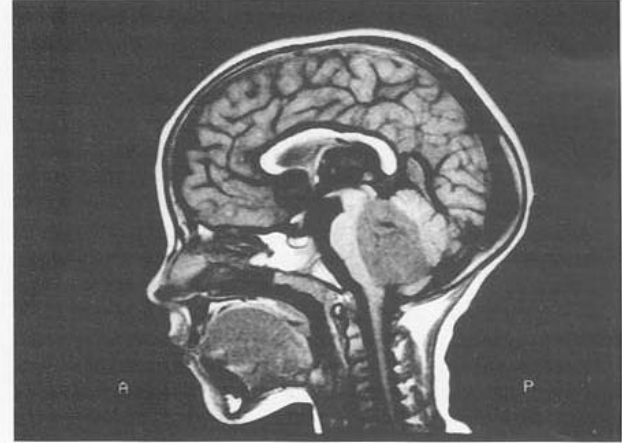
RM de cerebro, T2, muestra el aspecto hiperintenso del meduloblastoma.
